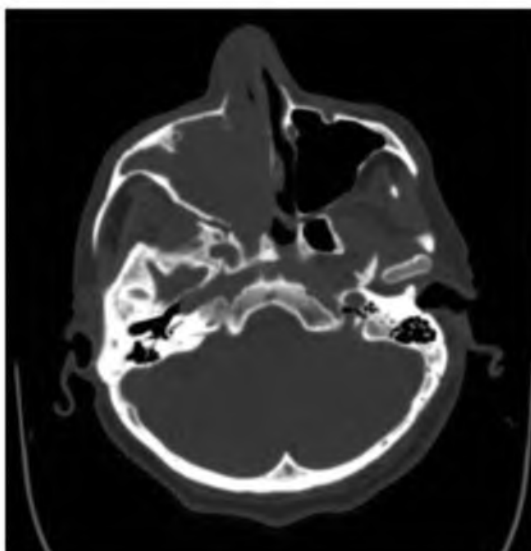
КТ-срез, выполненный в аксиальной плоскости на уровне верхнечелюстных пазух.
